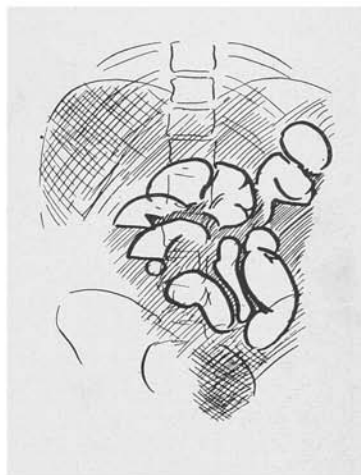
Apendicite aguda gangrenada. Peritonite generalizada. Ileo adinâmico.* Radiografia em posição ortostática. O abdome está opacificado difusamente (inclusive a pequena bacia), com exceção da parte central, onde há numerosas alças distendidas; chama a atenção a falta de uniformidade do calibre das mesmas. Entre uma alça e outra, há grande faixa de opacificação, decorrente da presença de líquido na cavidade e do edema das alças. Há alças delgadas e cólicas contrastadas, sem que haja continuidade entre elas.
